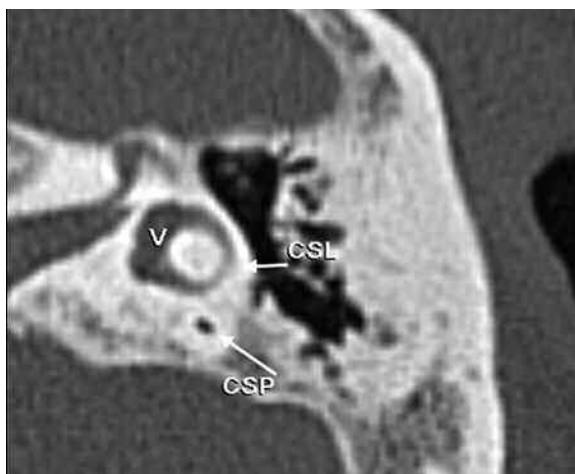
TC, imagen axial estándar. Vestíbulo (V). Canales semicirculares posterior (CSP) y lateral (CSL).
